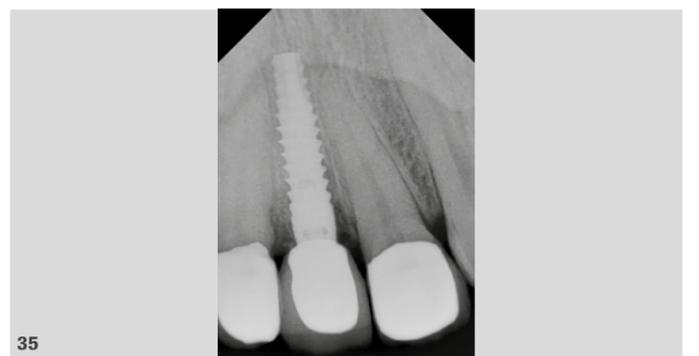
Imagen oclusal de control tras la colocación de la corona definitiva e imagen de la radiografía periapical donde se observa el ajuste de la corona definitiva y el correcto nivel de hueso periimplantario.
